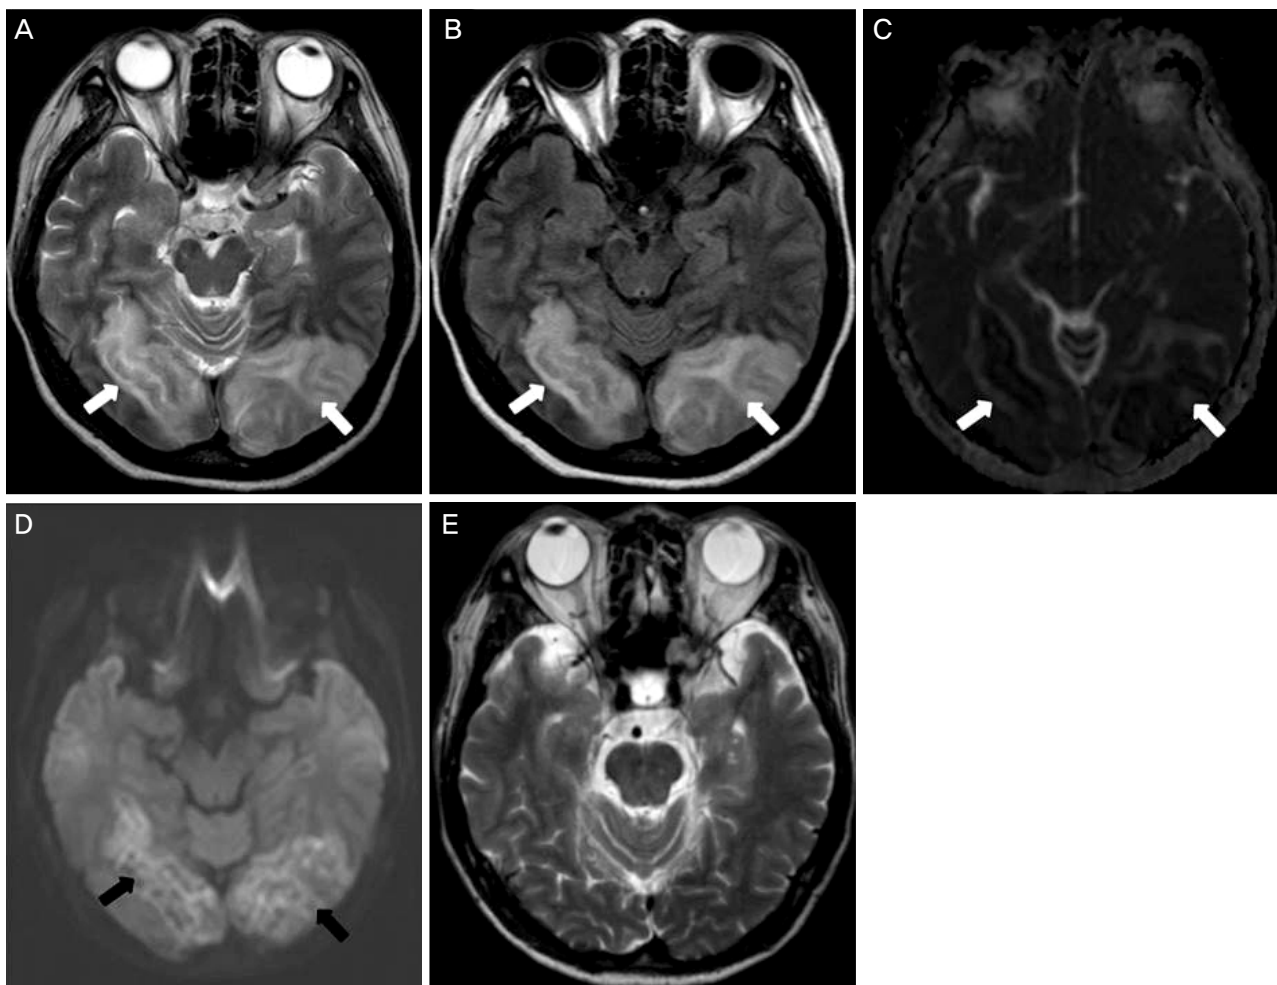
Brain magnetic resonance imaging (MRI) at the 4th day after first symptom showed features of posterior reversible encephalopathy syndrome. Bilateral parieto-occipital lesions with a white matter predominance seen on T2-weighted MRI (A, white arrows) and fluid attenuated inversion recovery image (B, white arrows). Apparent diffusion coefficient maps (C, white arrows), which show a vasogenic pattern of edema in white matter. The diffusion-weighted image sequence shows slight heterogeneous hyperintensity (D, black arrows). T2-weighted MRI taken 18 weeks later reveals resolution of previous lesion (E).
